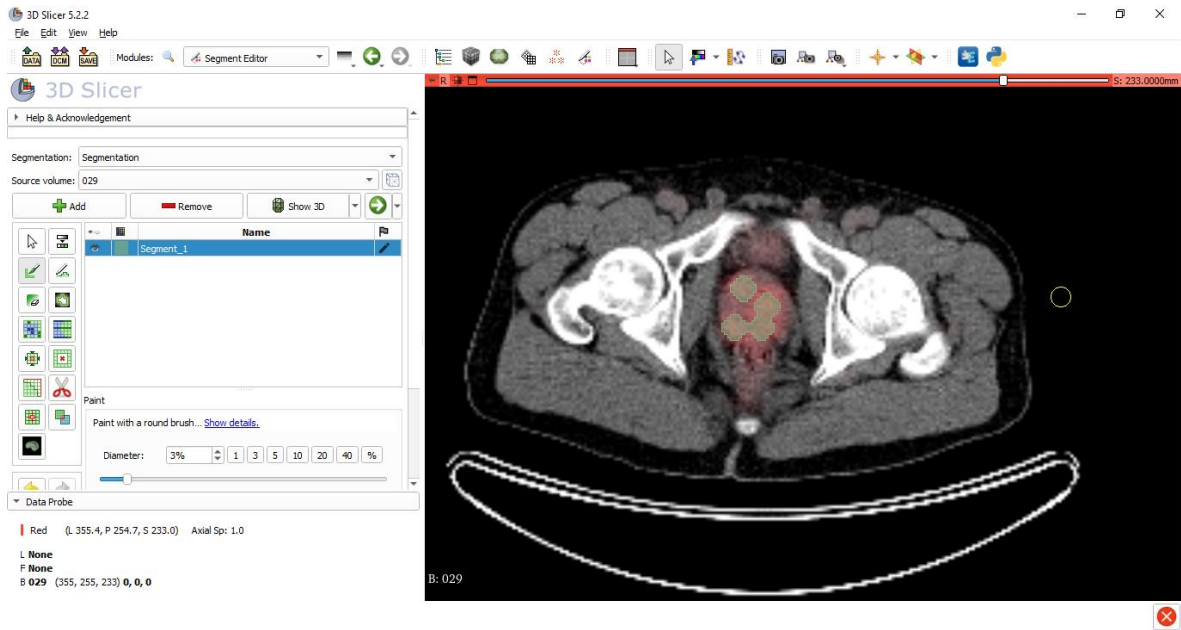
Ejemplo del proceso de segmentación de examen PET/CT en 3D Slicer.
